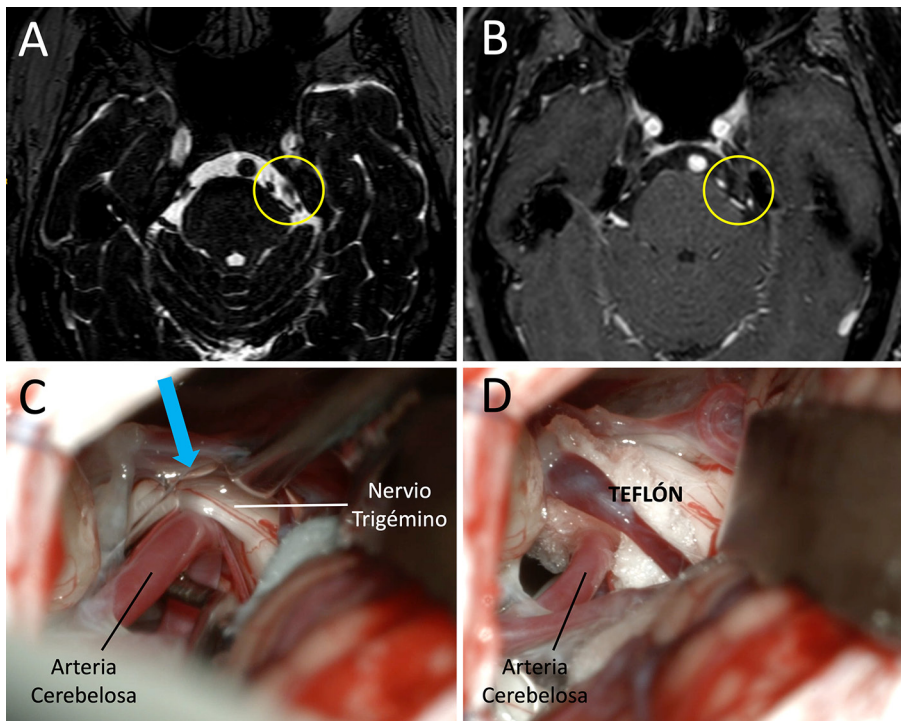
A-B: RM de alta definición y sustracción grasa de la fosa posterior en secuencias ponderadas en T2, y con contraste respectivamente, con evidencia imagenológica de conflicto neurovascular de la Arteria cerebelosa superior con el V nervio craneal izquierdo. C: Imagen intraoperatoria del conflicto neurovascular. D: Imagen intraoperatoria, descompresión del conflicto neurovascular con teflón
